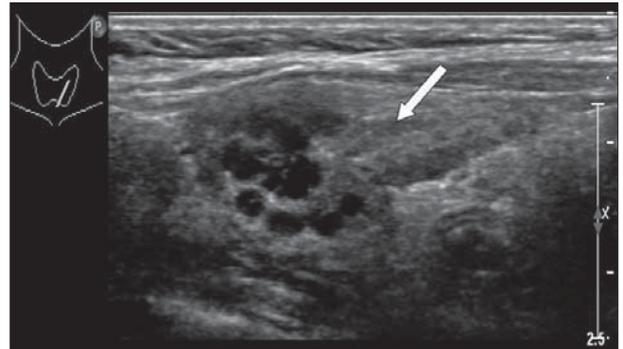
Neck sonography. Hypoechoic area with conglomerated tubular structure is observed in left thyroid gland upper portion (arrow).
